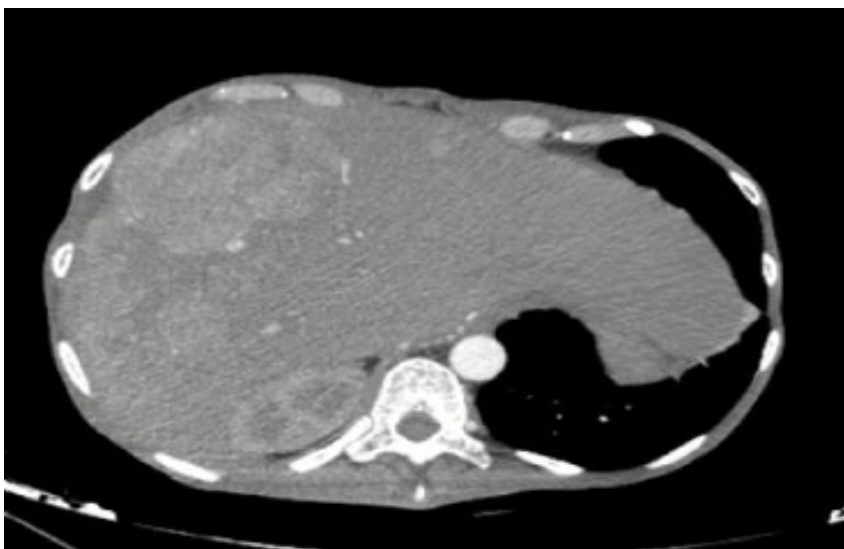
TAC de abdomen corte coronal, con masa heterogénea de 28x24cm en segmentos del V-VIII, se evidencia desplazamiento de vena porta.
